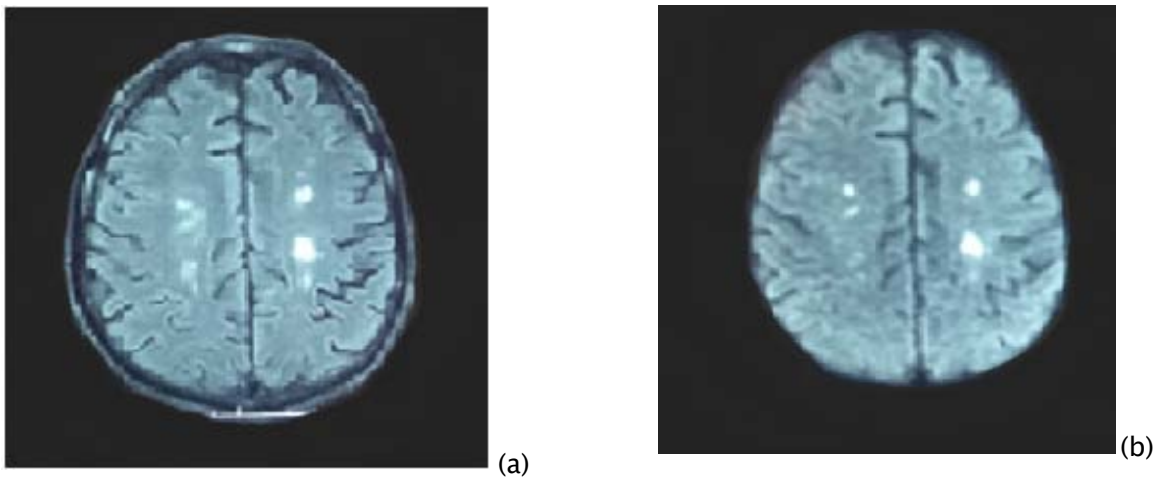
IRM cérébrale en coupes axiales FLAIR (a) et diffusion (b) passant par les centres semi ovaux réalisée chez un patient âgé de 36 ans présentant des troubles psychotiques et une paraplégie. Lésions nodulaires bilatérales de la SB de taille variable en hypersignal sur les 2 séquences, sans effet de masse ni œdème périlesionnel.
